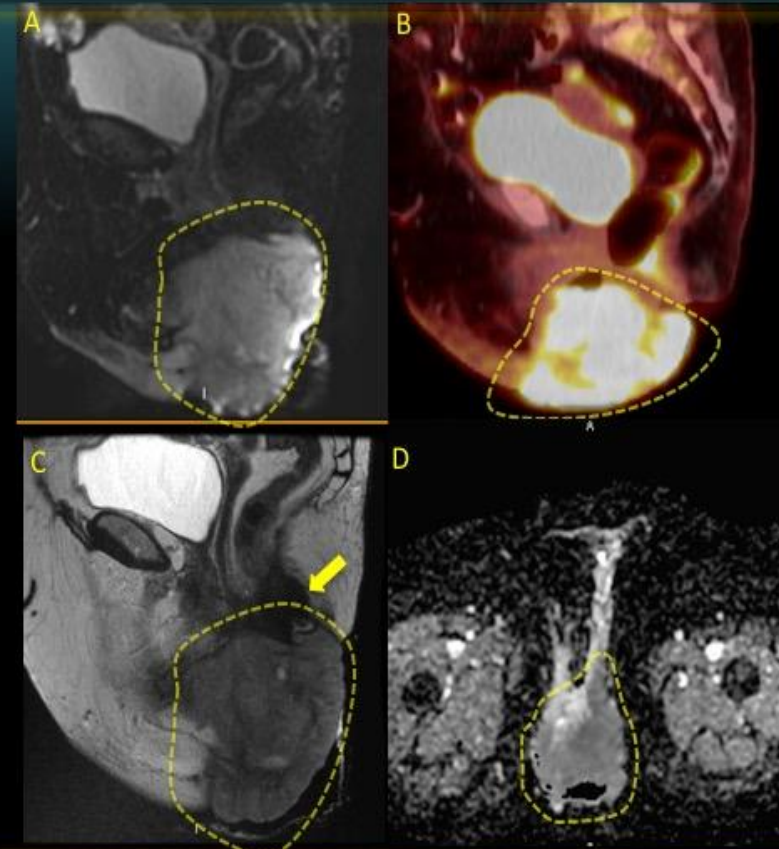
T1 FSE (A), T2 FS coronal (B), T2 sagital con infiltración uretral distal (C), DWI b800 (D) → FIGO II
